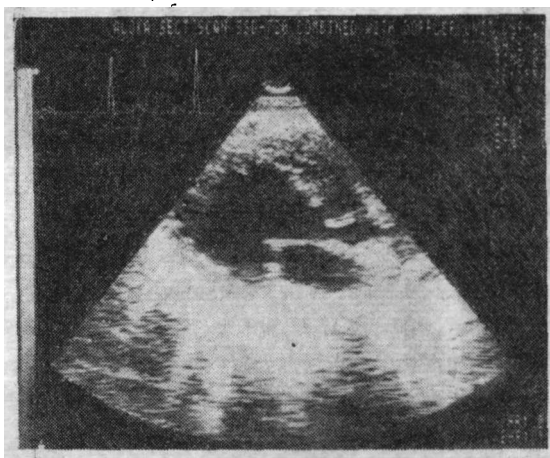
图 例 2 二维超声心动图(左室长轴观)示右冠状窦扩张突入右室
